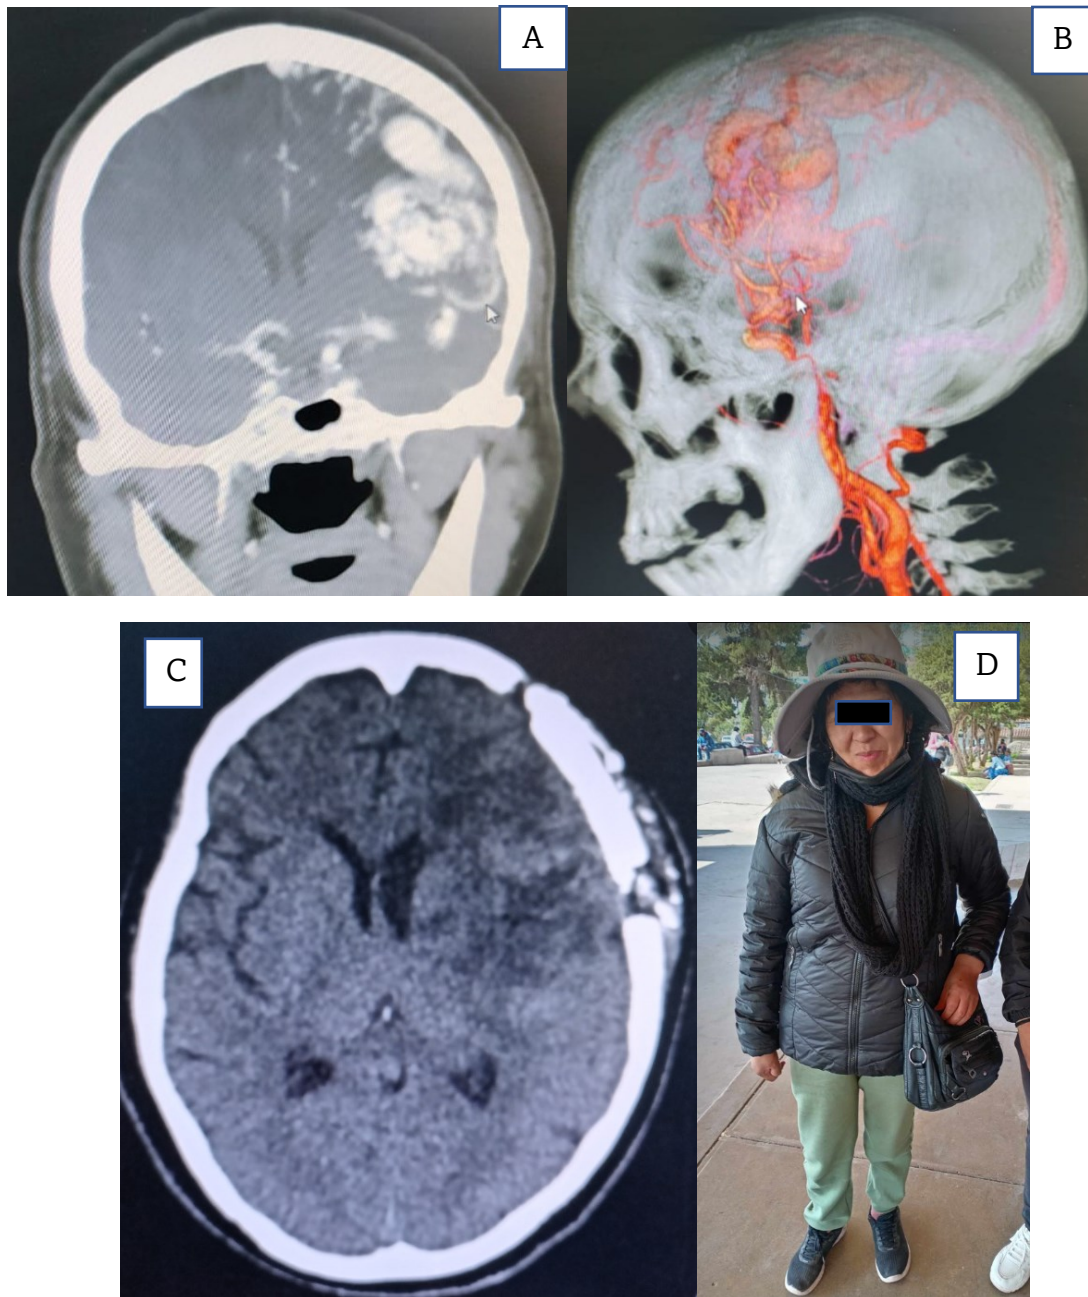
A-B. Angiotomografía preoperatoria de paciente con MAV compleja hemisférica izquierda. C-D Imagen postoperatorias de paciente con MAV compleja hemisférica izquierda.
